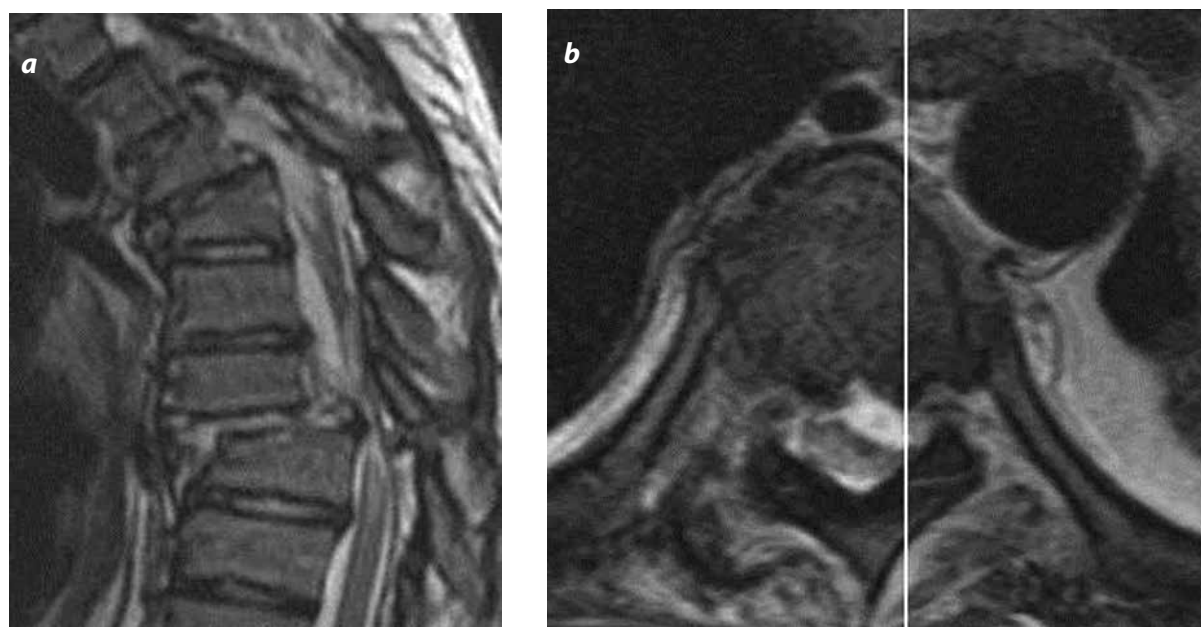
a y b). Fractura B.2.2. Imágenes por RM en cortes sagital y axial con información en T2 de disrupción posterior de predominio óseo con lesión transversa del disco.
